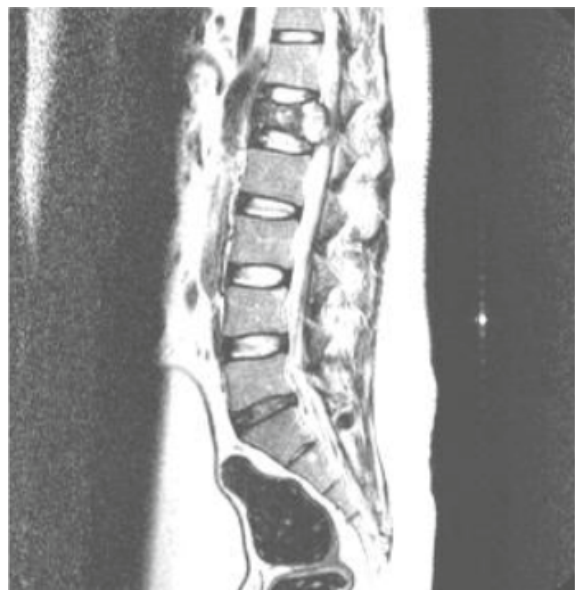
Preoperative MRI of the metastatic lesion
